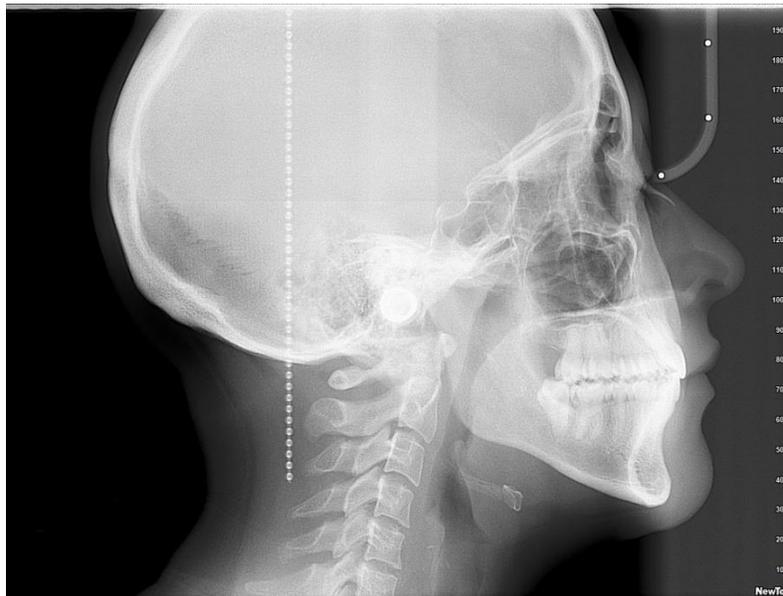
Radiografía lateral de cráneo final
